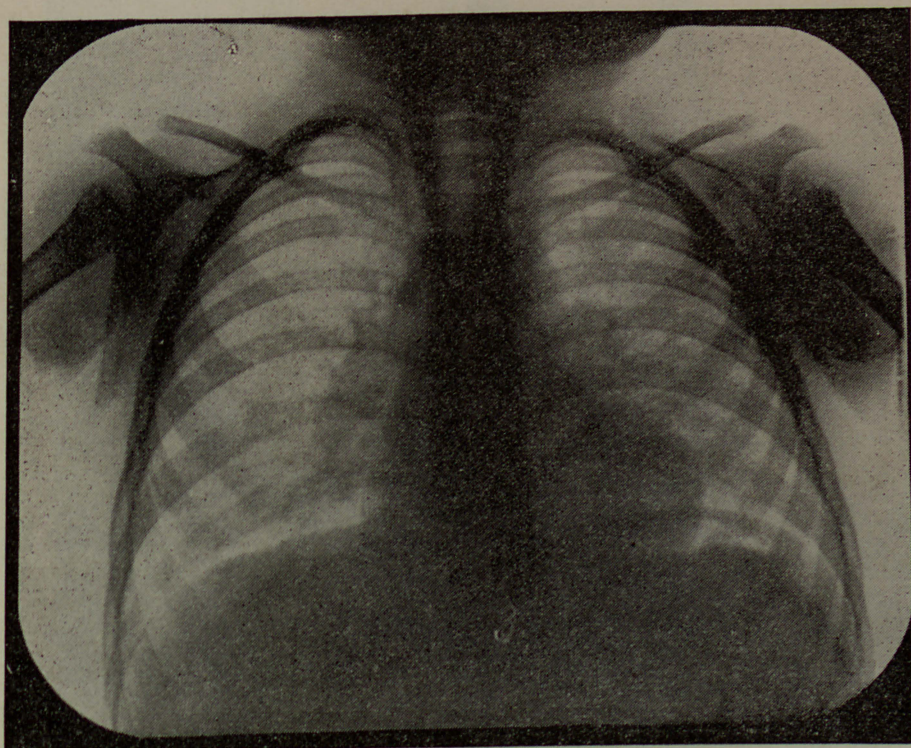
Radiografia obtida em 30-6-50. Desapareceram as estrias da base direita.
